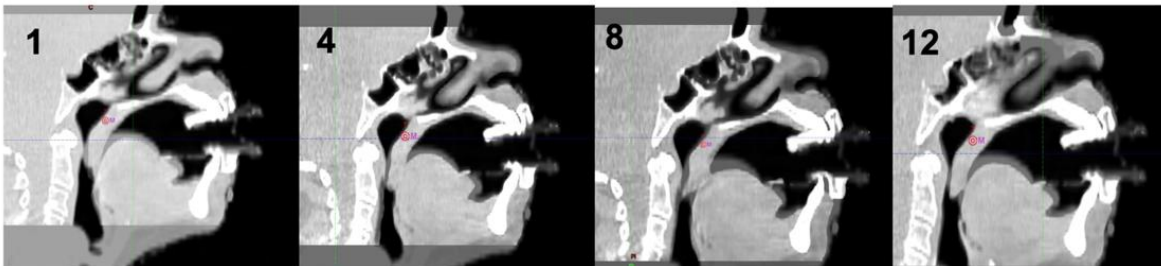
Imágenes de Cone Beam CT de tratamiento, en las sesiones 1, 4, 8 y 12.
